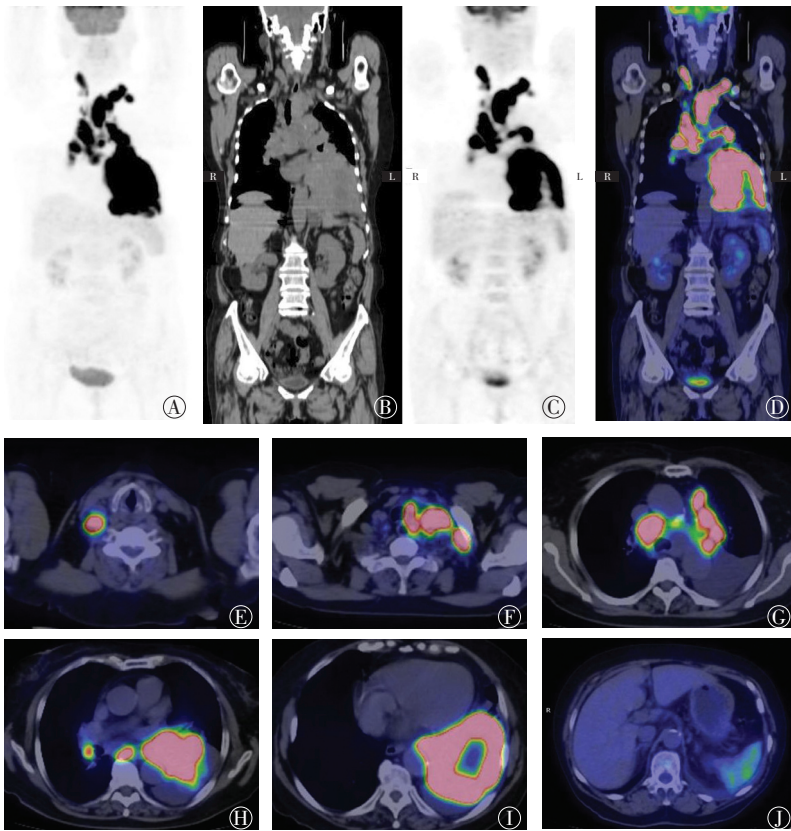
肺淋巴瘤患者(女性,74岁)¹⁸F-FDG PET/CT图 图中,A:全身MIP图;B、C、D:全身冠状位CT图、PET图、PET/CT融合图;E:右下颈淋巴结横断位PET/CT融合图;F:双锁区淋巴结横断位PET/CT融合图;G:纵隔内淋巴结横断位PET/CT融合图;H:左下肺肿物及纵隔淋巴结横断位PET/CT融合图;I:左下肺肿物横断位PET/CT融合图;J:脾脏横断位PET/CT融合图。FDG:氟脱氧葡萄糖;PET:正电子发射断层扫描;CT:计算机断层扫描;MIP:最大密度投影。
